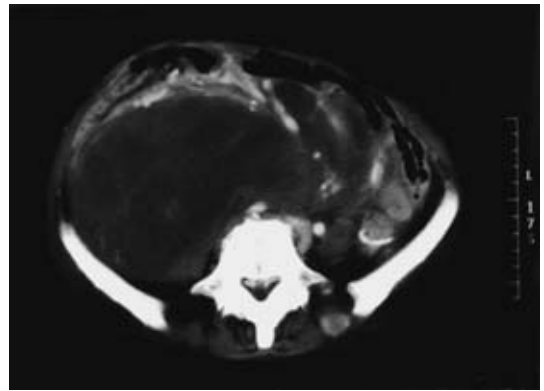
Abdominal CT shows a low density mass with 6cm in size in the abdominal cavity.
